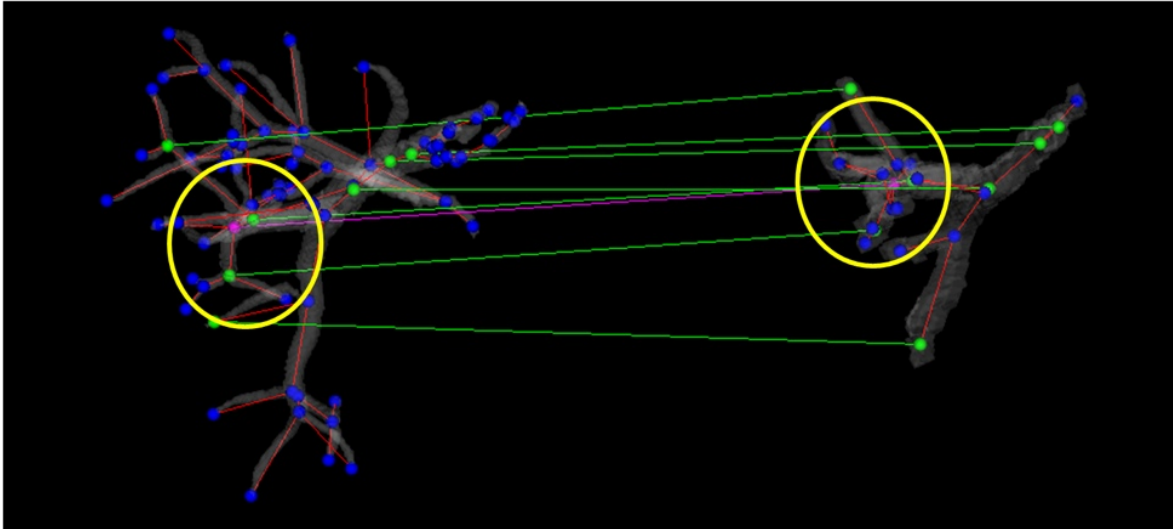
Ergebnis des Graph Matchings zwischen präoperativen CT-Bilddaten (links) und dem intraoperativen Ultraschalldatensatz (rechts). Quelle: [OLDE⁺12]
